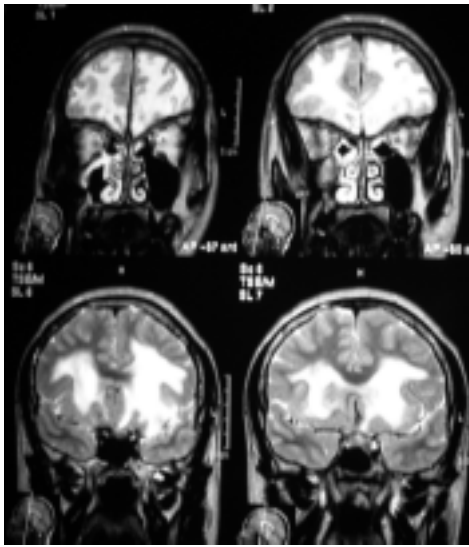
IRM de encéfalo en corte coronal en donde se observa engrosamiento marginal de la mucosa del maxilar derecho.
